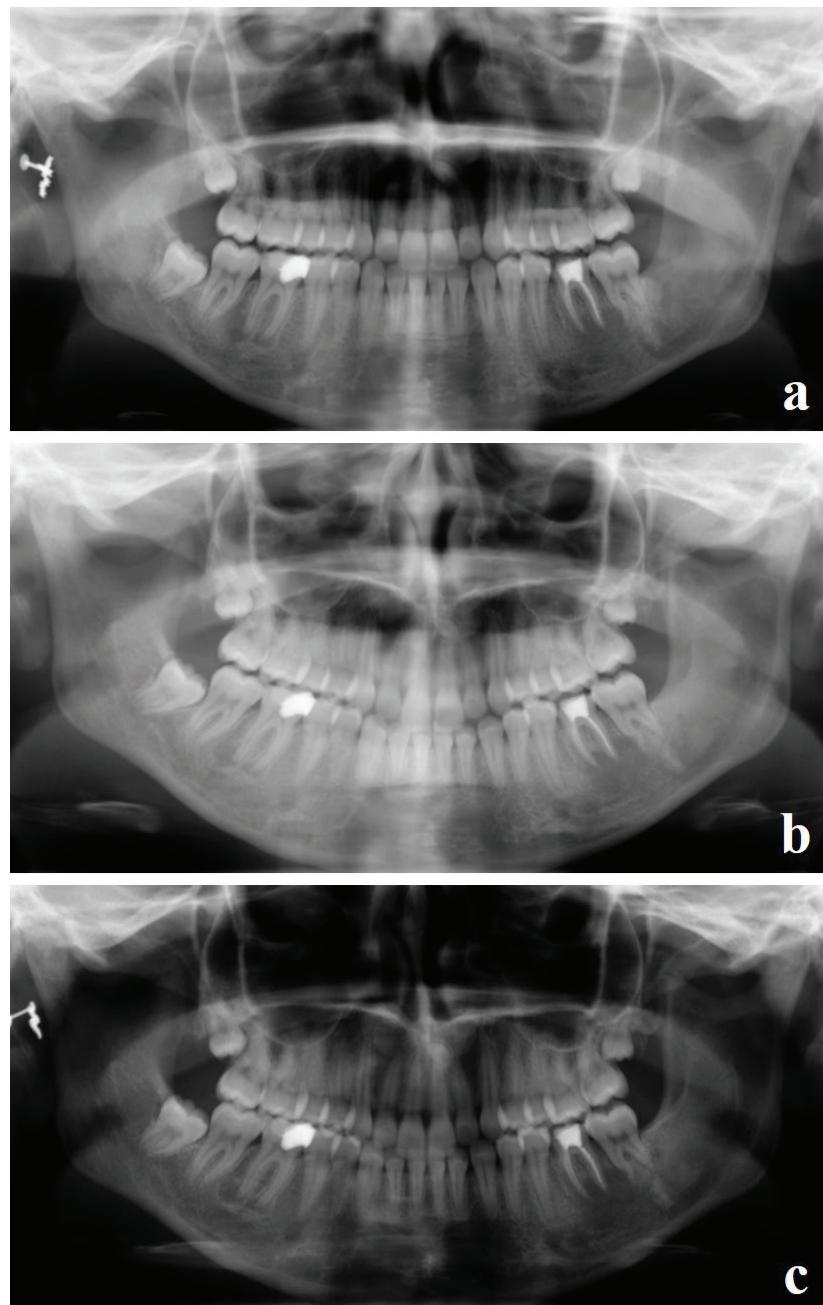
Panoramic radiography images at the (a) 3rd month, (b) 6th month, (c) and 12th month postoperative controls showing the uneventful healing of the bony cavity.
